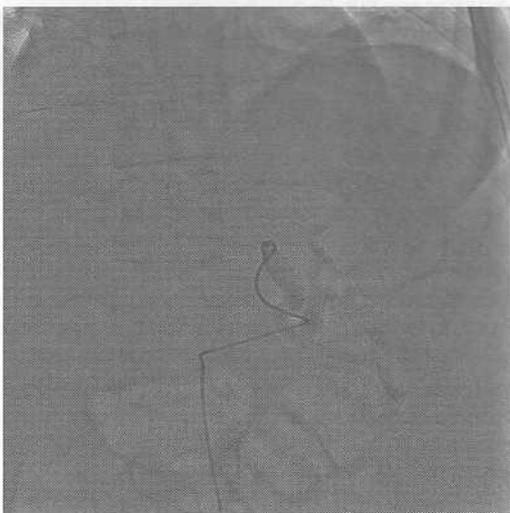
Типова рентгенологічна картина селезінкової артерії до емболізації.
